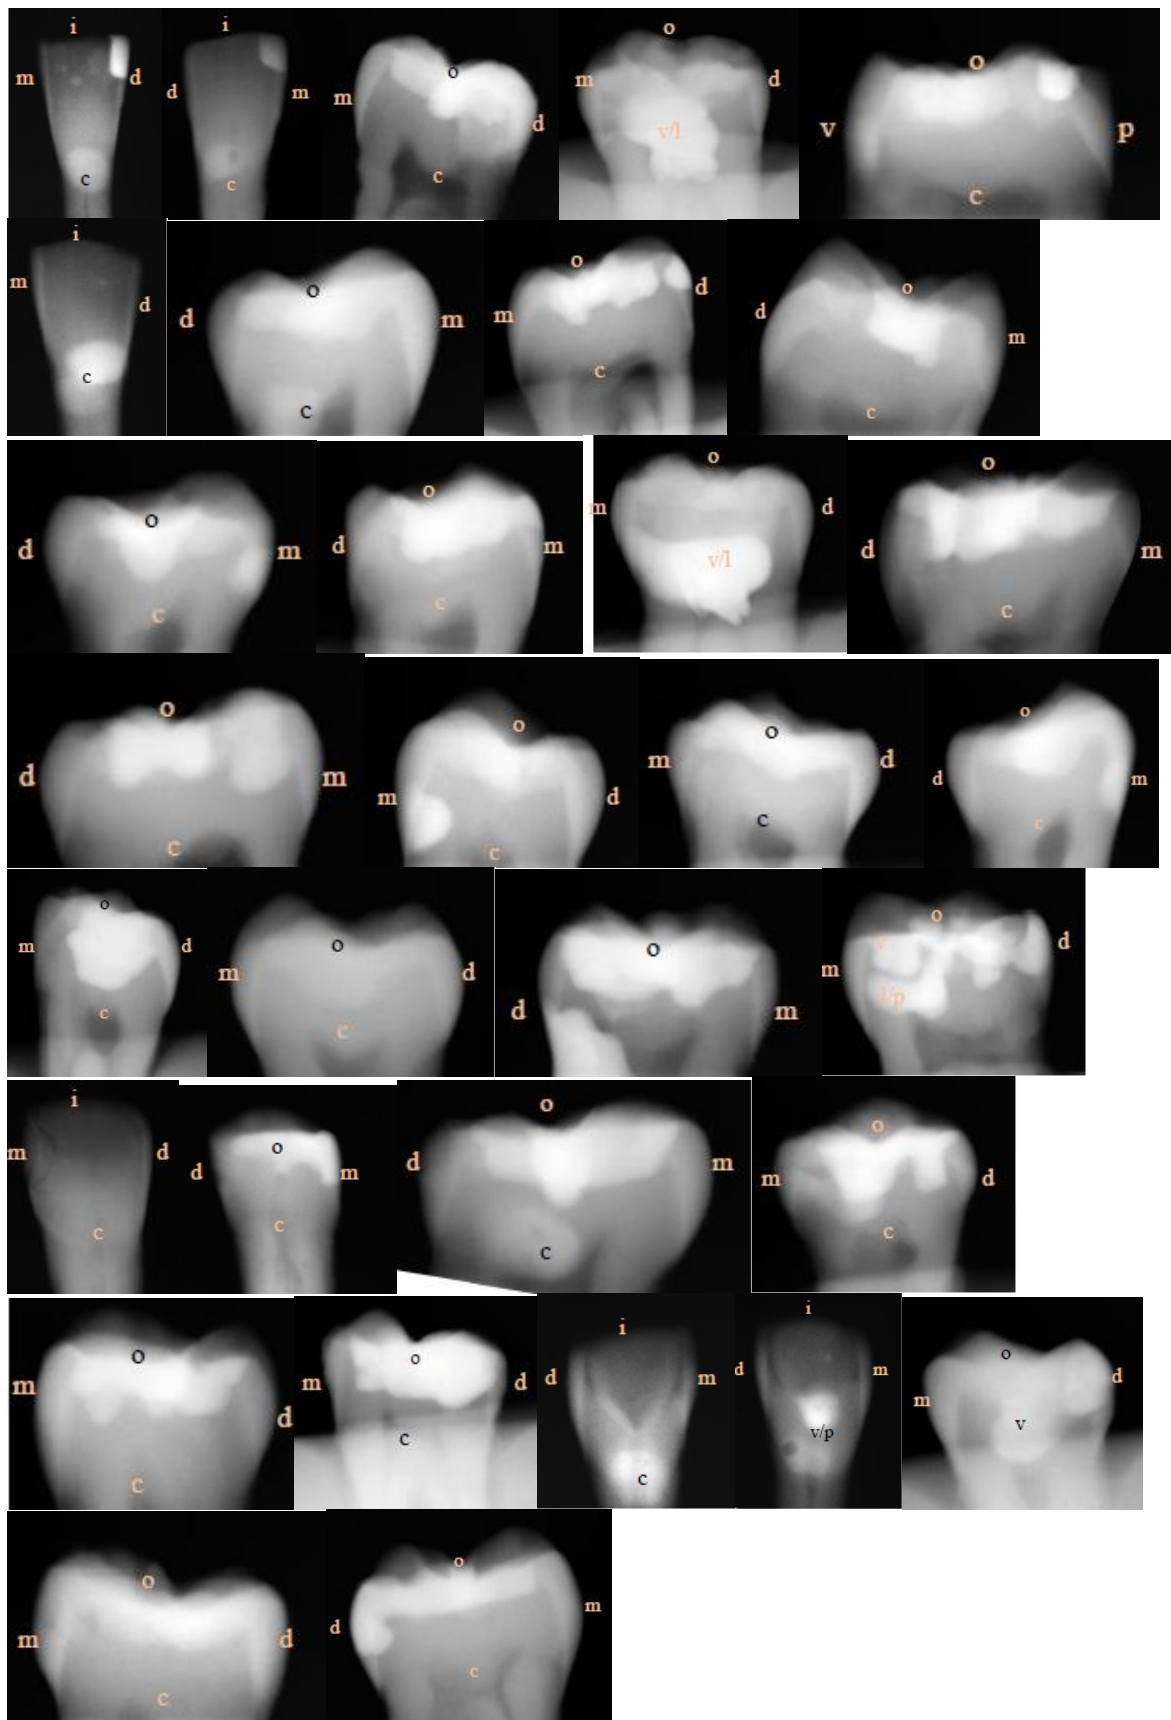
Röntgenbilder der gefüllten Zähne
